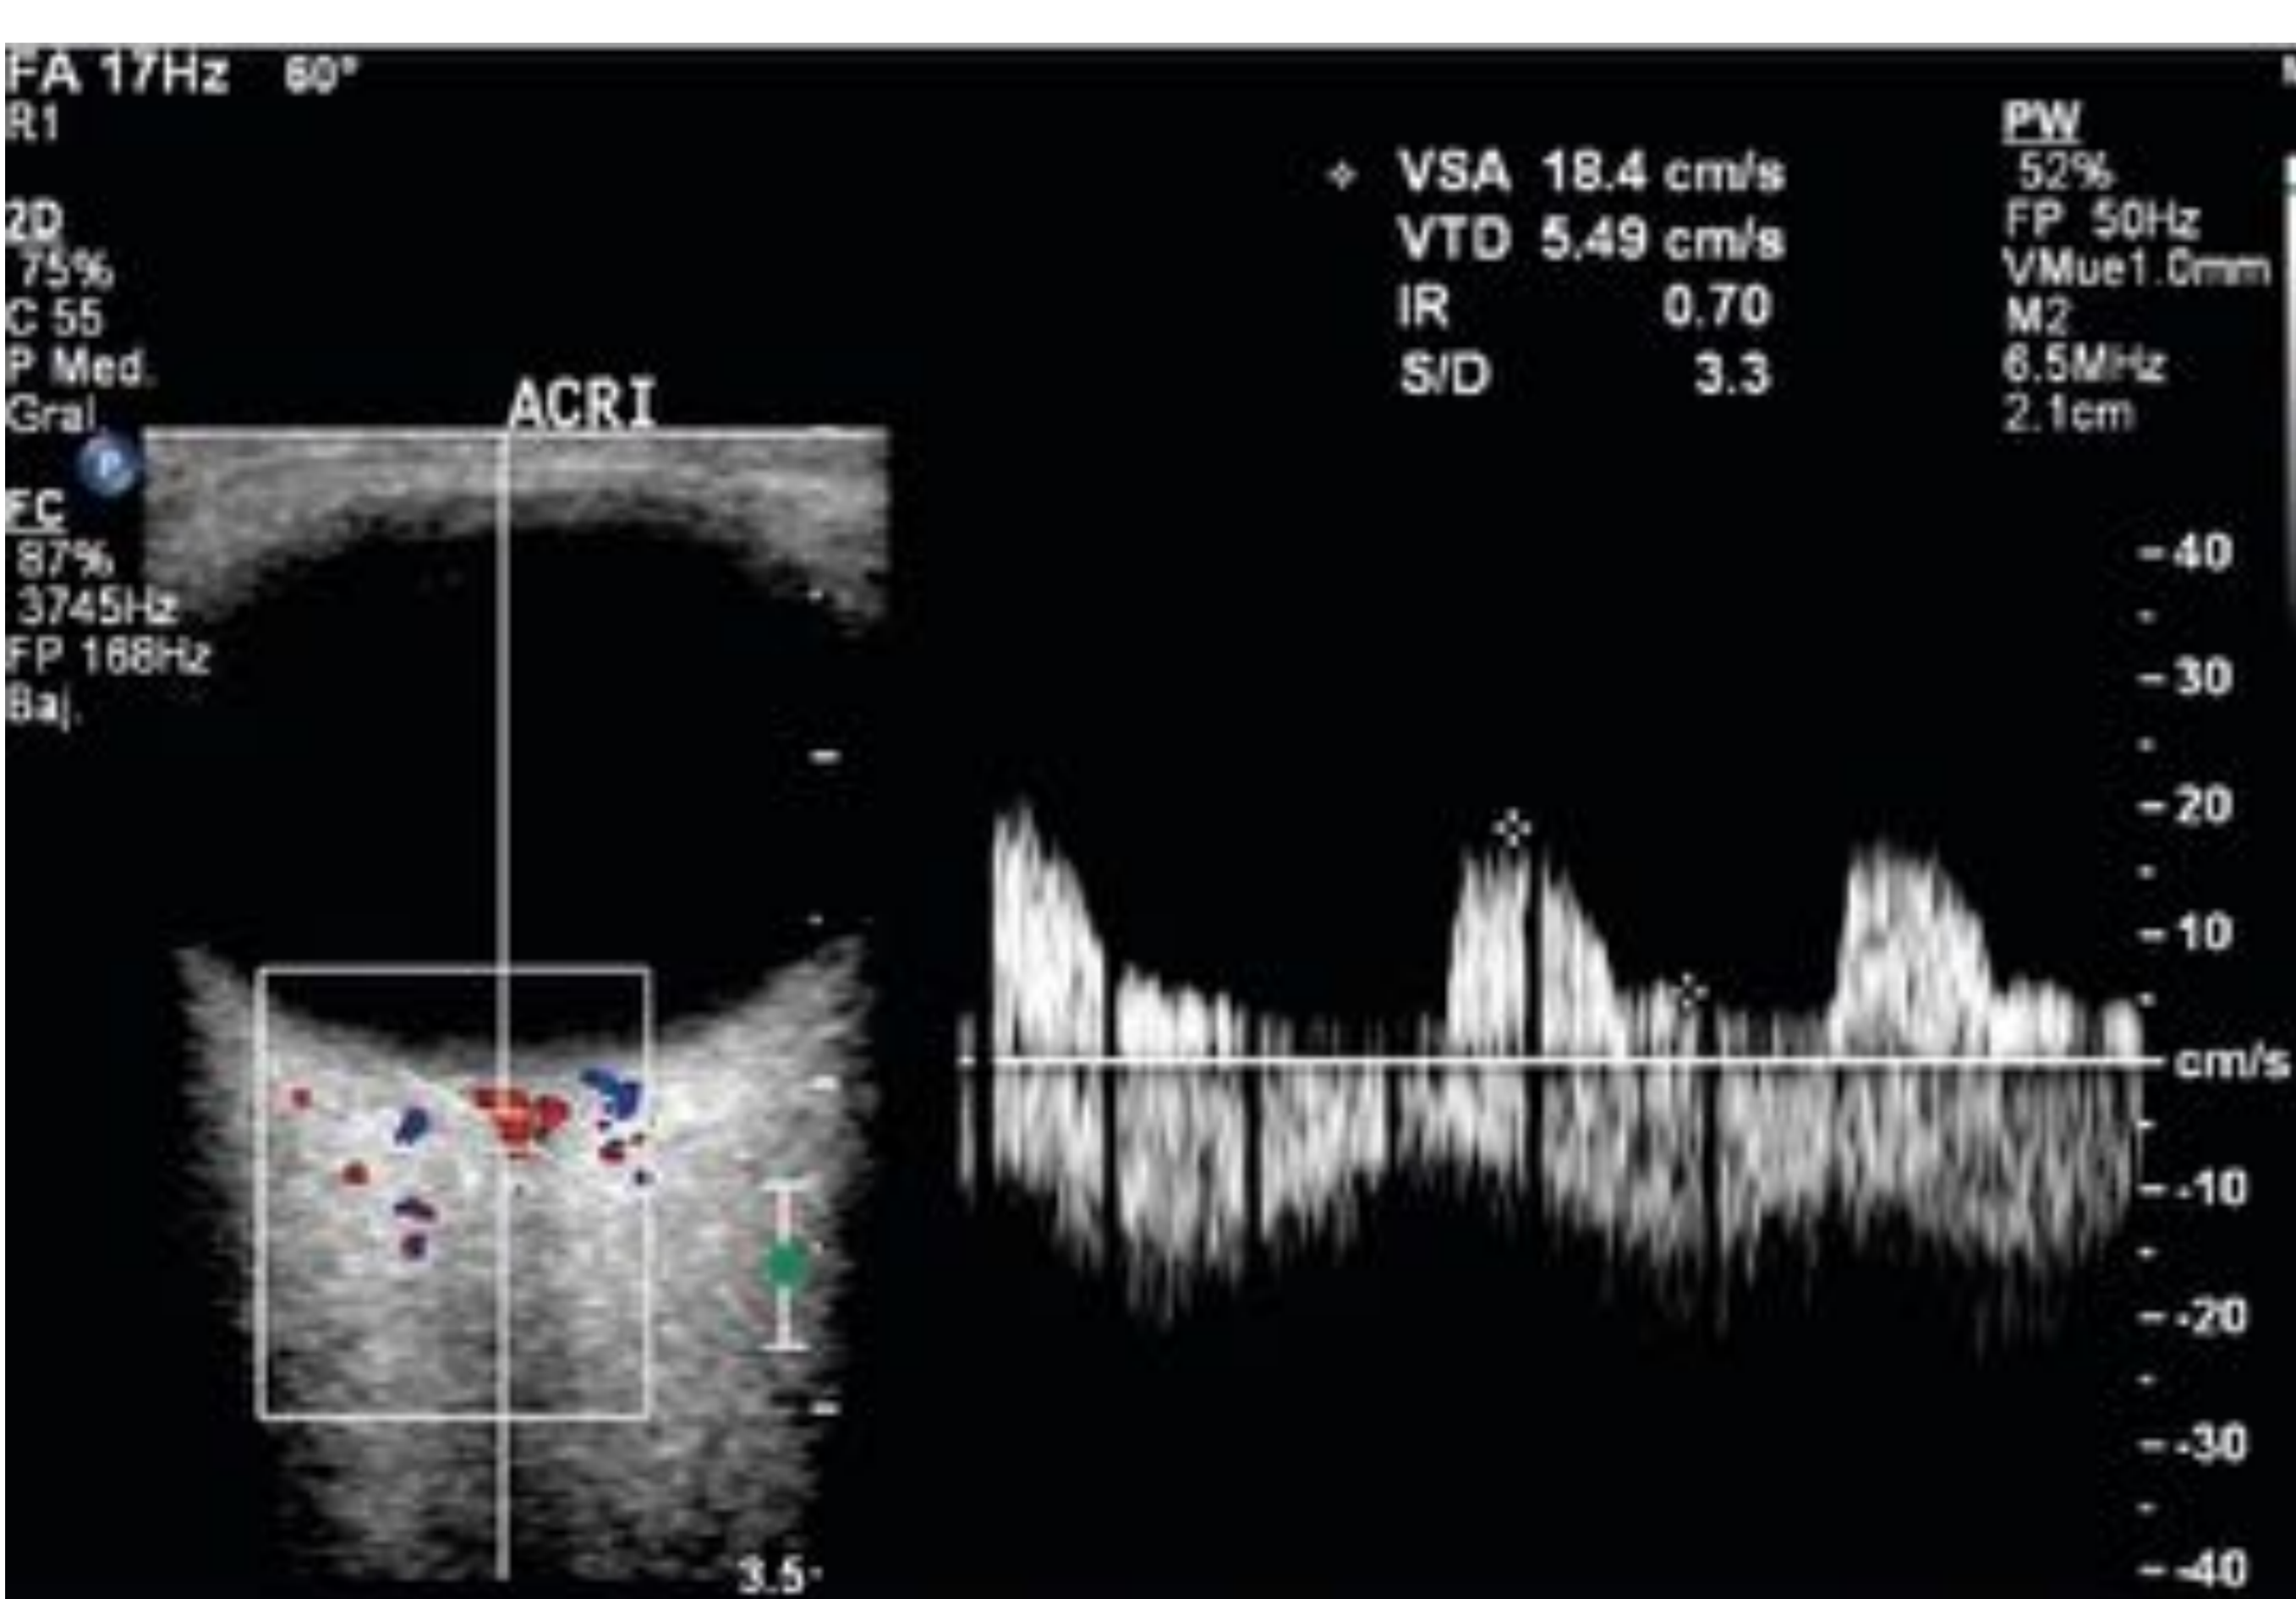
Hallazgos ecográficos en la orbitopatía tiroidea. Ecografía Doppler color y espectro velocimétrico en la Arteria central de la retina (ACR) de la misma paciente de la figura 30 con una orbitopatía de Graves en fase de actividad. En la parte derecha de la figura se muestra el espectro velocimétrico obtenido en la ACR. En este caso, el espectro velocimétrico obtenido en la ACR izquierda muestra una onda arterial con velocidades picosistólicas (VSA) dentro de los parámetros normales.
